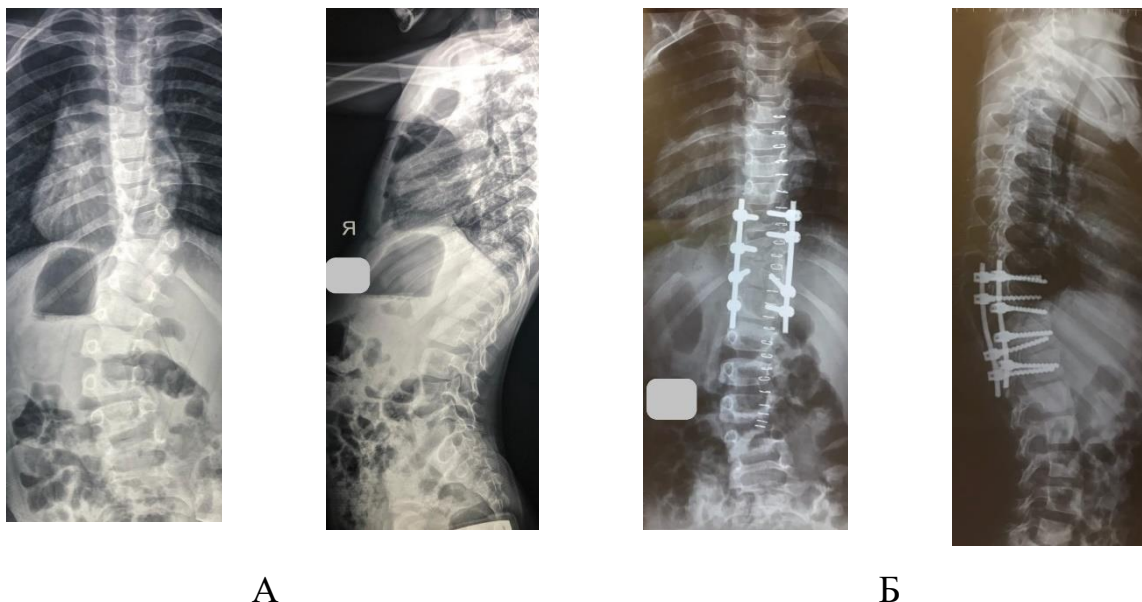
Рентгенограммы позвоночника ребенка С., 8 лет: А – до операции; Б – после операции.
